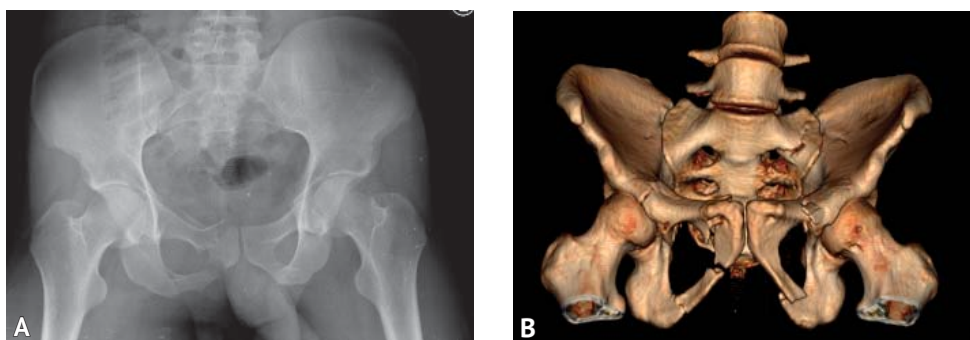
Обзорная рентгенограмма таза (А); 3D-реконструкция компьютерно-томографического исследования таза в переднезадней проекции (В)
